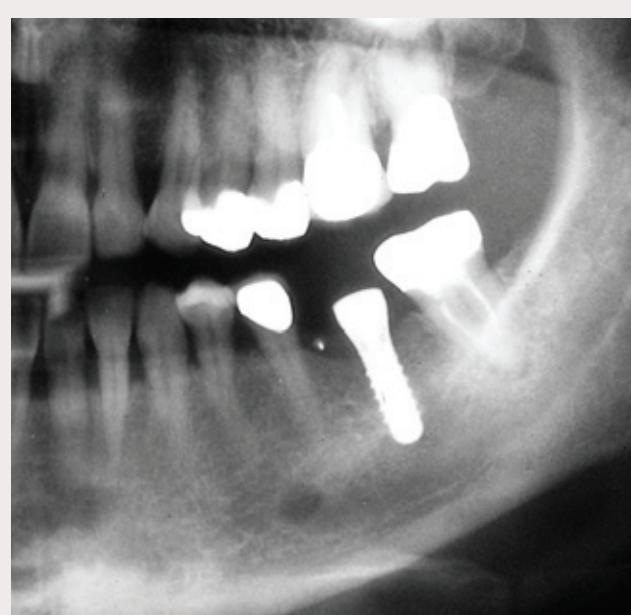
Udsnit af panoramaradiografisk optagelse visende et tydeligt foramen mentale (type 2 efter Yosue & Brooks (53)), men en usikker fremstilling af canalis mandibulae i præmolarregionen og uden radiografiske oplysninger om en anterior slynge af canalis mentalis.
